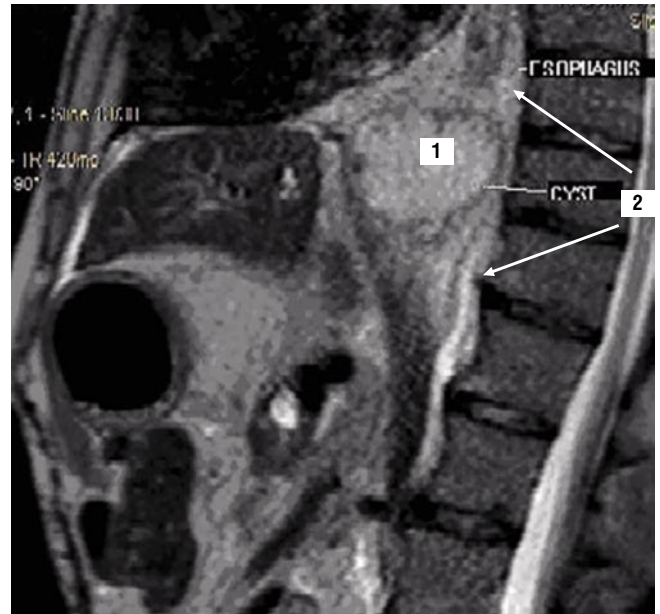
КТ, боковая проекция. Нагноившаяся псевдокиста заднего средостения. 1 – деструктивные ткани с нечеткими контурами, неоднородным содержимым и жидкостными включениями нагноившейся псевдокисты заднего средостения. 2 – дефект стенки нижней трети пищевода
